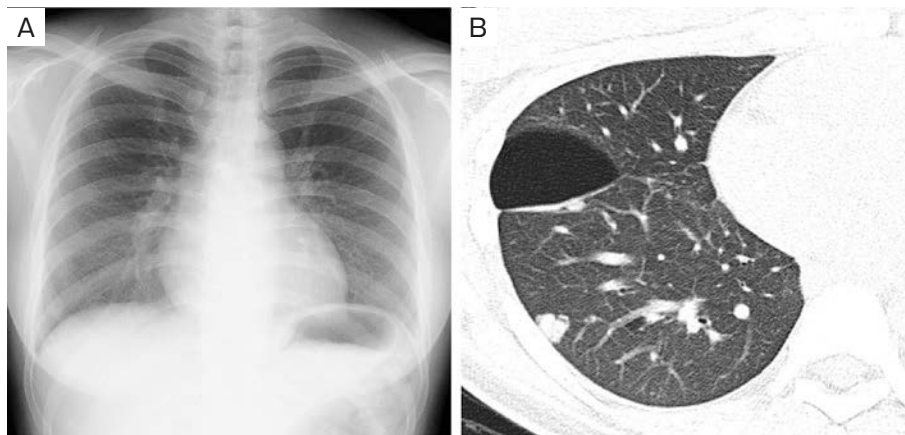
Imaging findings. (A) Chest radiograph obtained in April 20XX showing a pulmonary cyst and nodule in the right lung. (B) Chest computed tomography scan obtained in April 20XX showing a pulmonary cyst (43×51 mm) in the right lung, concomitant with a nodule in the right lung base.
